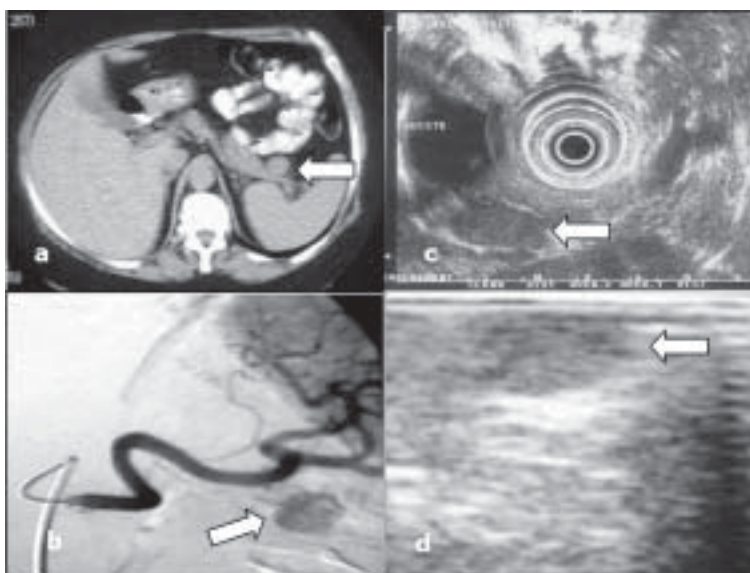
a) RMN, b) arteriografía con estimulación con calcio, c) ecoendoscopia, d) ecografía intraoperatoria; en cada caso la flecha indica la imagen del insulinoma.
